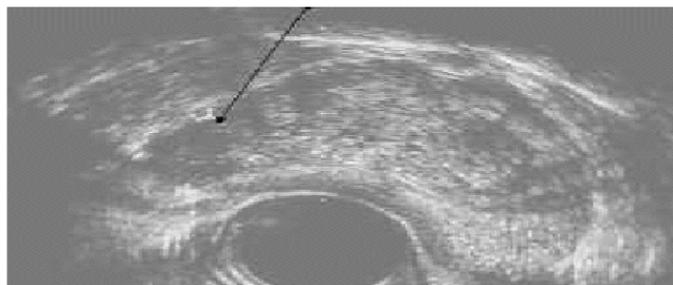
coupe transversale d'une échographie endorectale : zone hypoéchogène suspecte au niveau de la zone périphérique droite (flèche noire).
